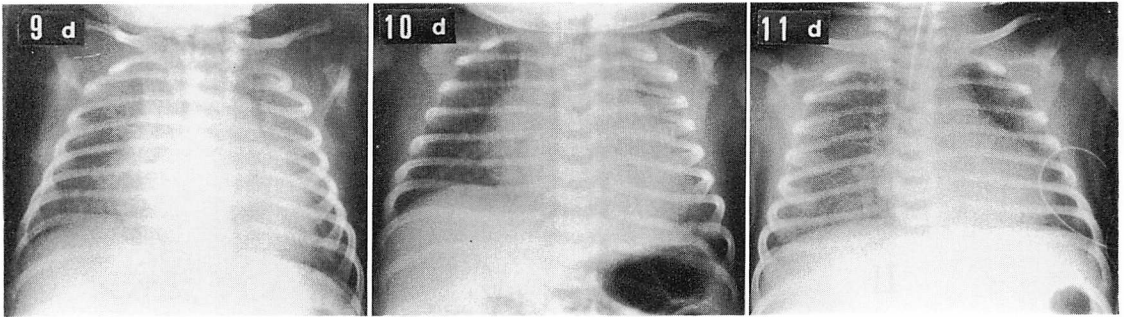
Chest radiographs at 9, 10 and 11 days (Case 1).
